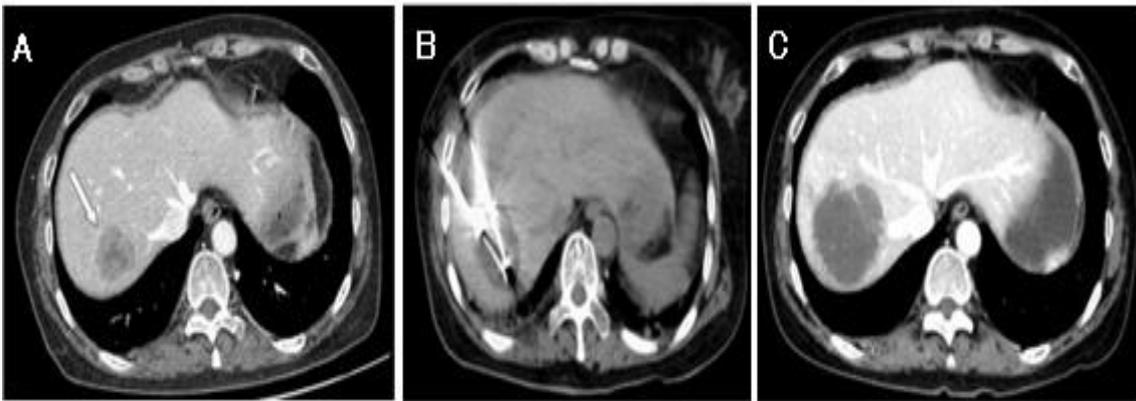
A: imagen en fase portal de TC con lesión de baja atenuación. B: Imagen de la TC sin contraste durante la crioablación. El parénquima hepático adyacente mostró un cambio de baja densidad durante el ciclo de congelación. C: TC de seguimiento sin realce del contraste de la lesión, que sugiere una remisión completa.
